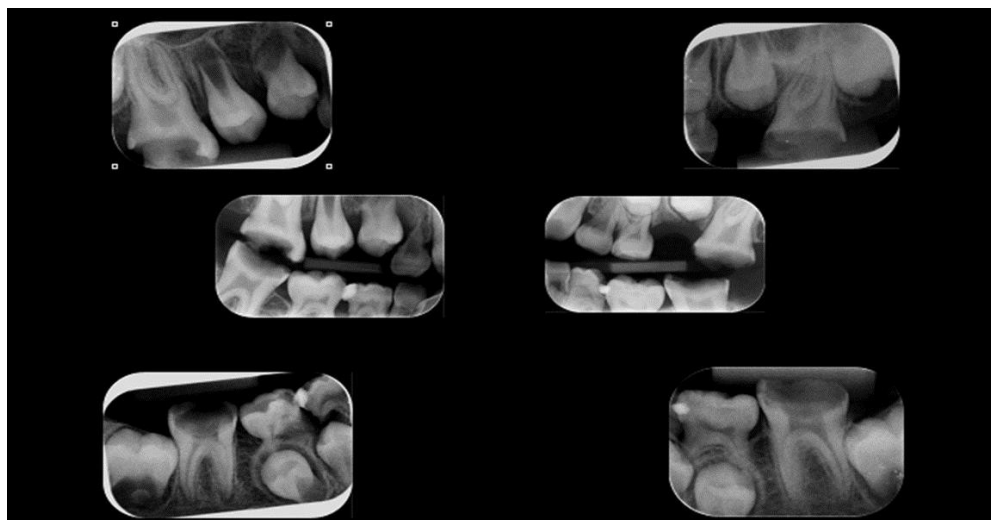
Cartela de radiografias interproximais, lados direito e esquerdo e periapicais dos dentes 16, 26, 36 e 46.
